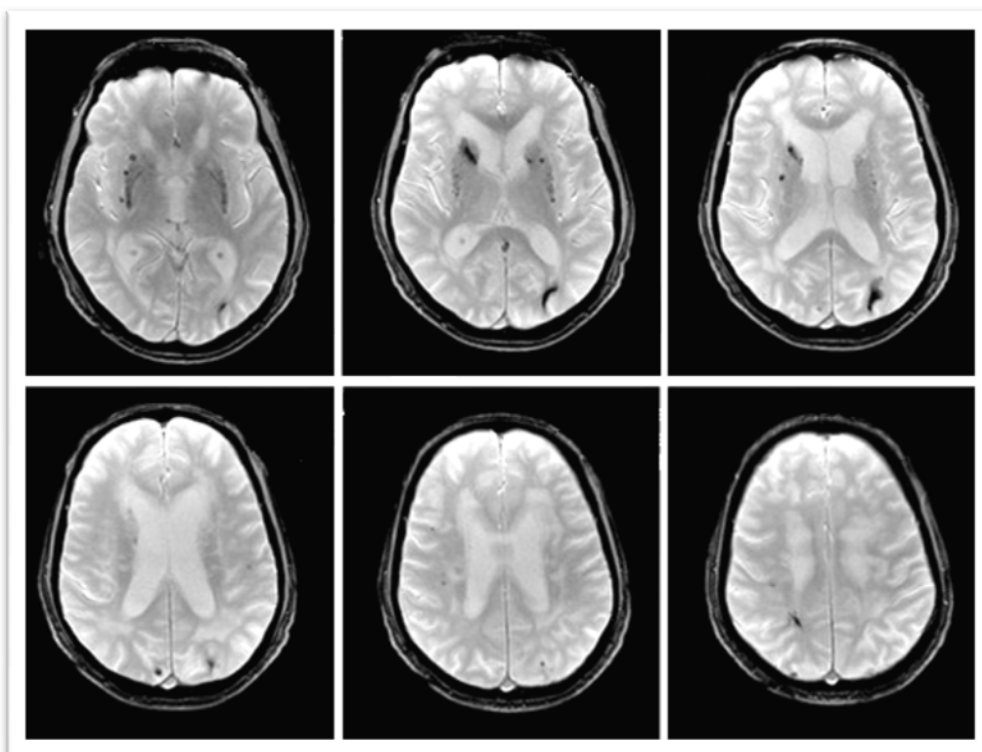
Micro-hemorragias – Sequência RM ponderada em T2 eco de gradiente (T2*), mostrando pequenos depósitos de hemossiderina, correspondendo a micro-hemorragias, num doente com ASBRE. Da esquerda para a direita, cortes axiais passando pelos ventrículos laterais, desde o pavimento até ao tecto. (Nota: o doente é o mesmo apresentado nas figuras 1 e 2)
